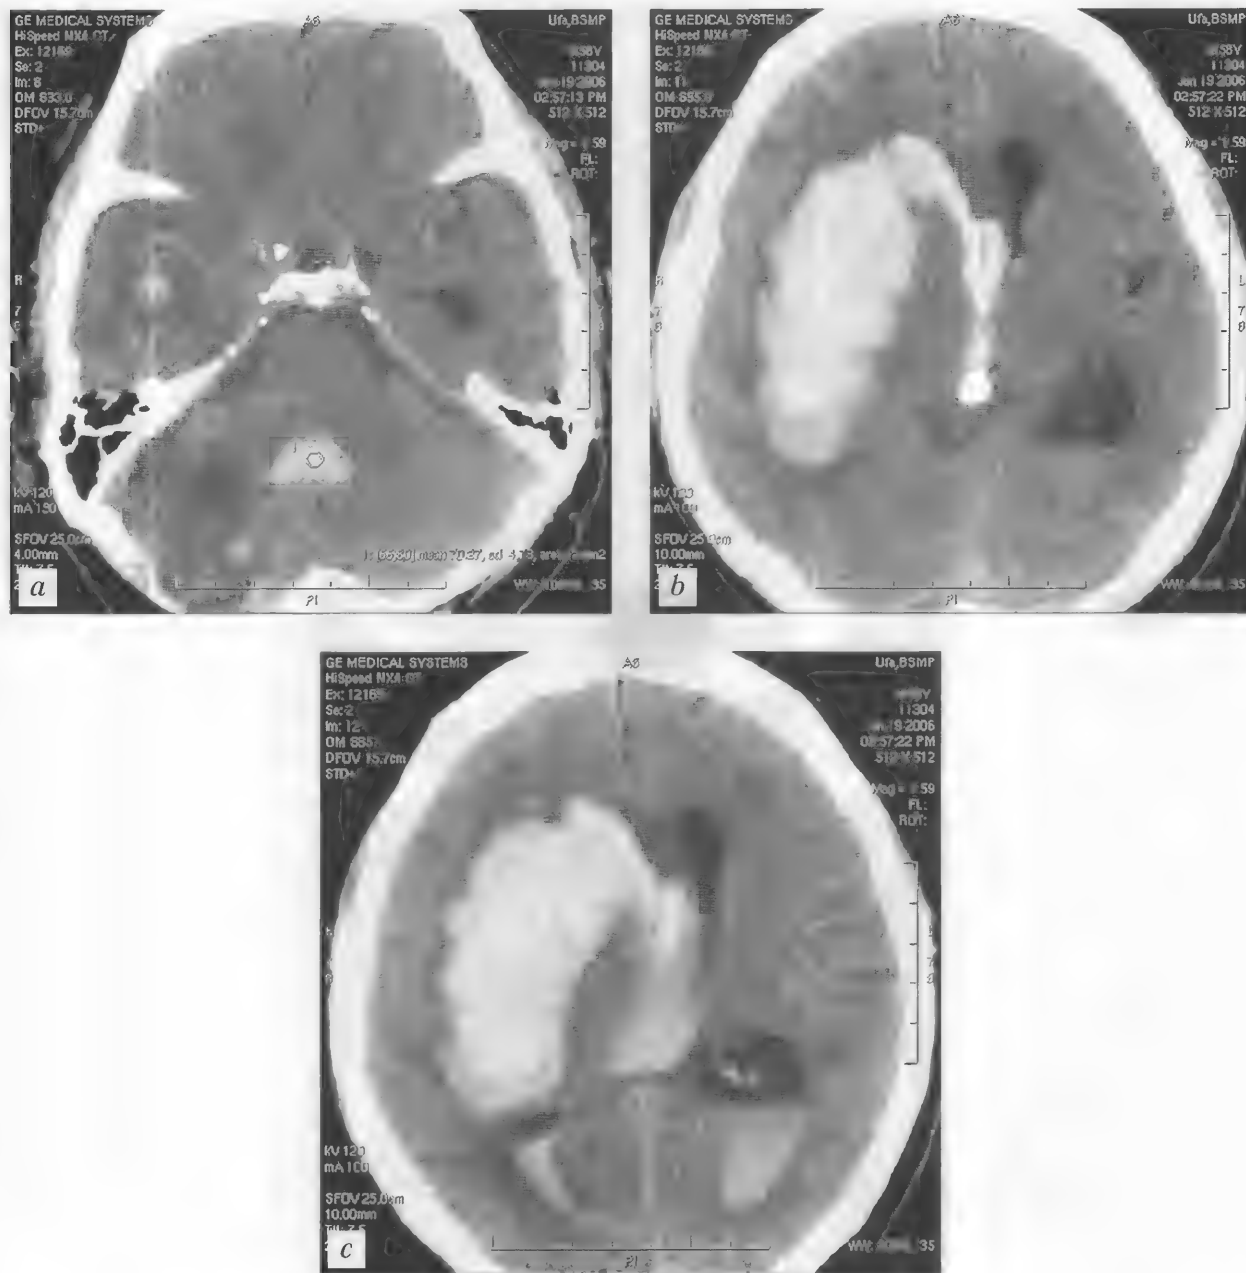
Больной С., 58 лет. Повторное ОНМК по геморрагическому типу. Паренхиматозно-вентрикулярное кровоизлияние с формированием внутримозговой гематомы крупных размеров смешанной локализации в правой полушарии. Тампонада III и IV желудочков мозга. Окклюзионная гидроцефалия. Постишемическая киста в правой доле мозжечка. КТ — а—с
